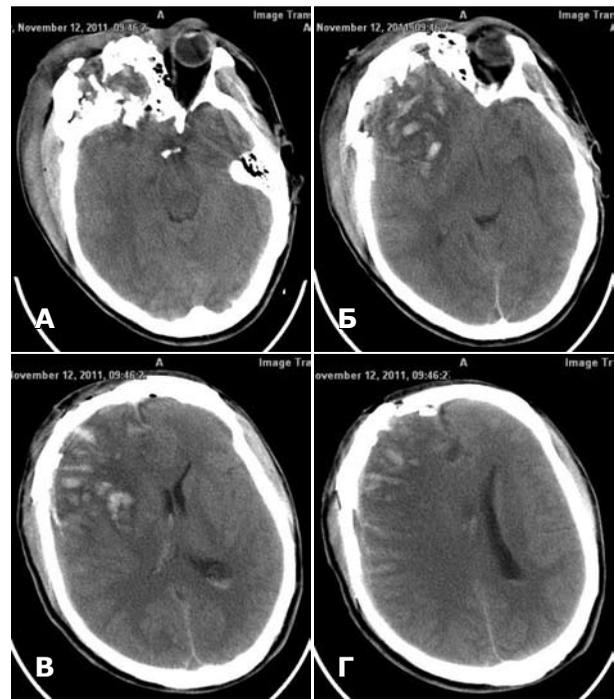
СКТ головного мозга пострадавшего П. до операции. А — многооскольчатые переломы лобной кости справа, верхней стенки правой глазницы, решетчатой кости и задней стенки лобной пазухи; Б — множественные очаги ушиба-размозжения правой лобной и височной долей головного мозга, сдавление базальных цистерн; В — внутрижелудочковое кровоизлияние, пневмоцефалия; Г — массивное САК.
